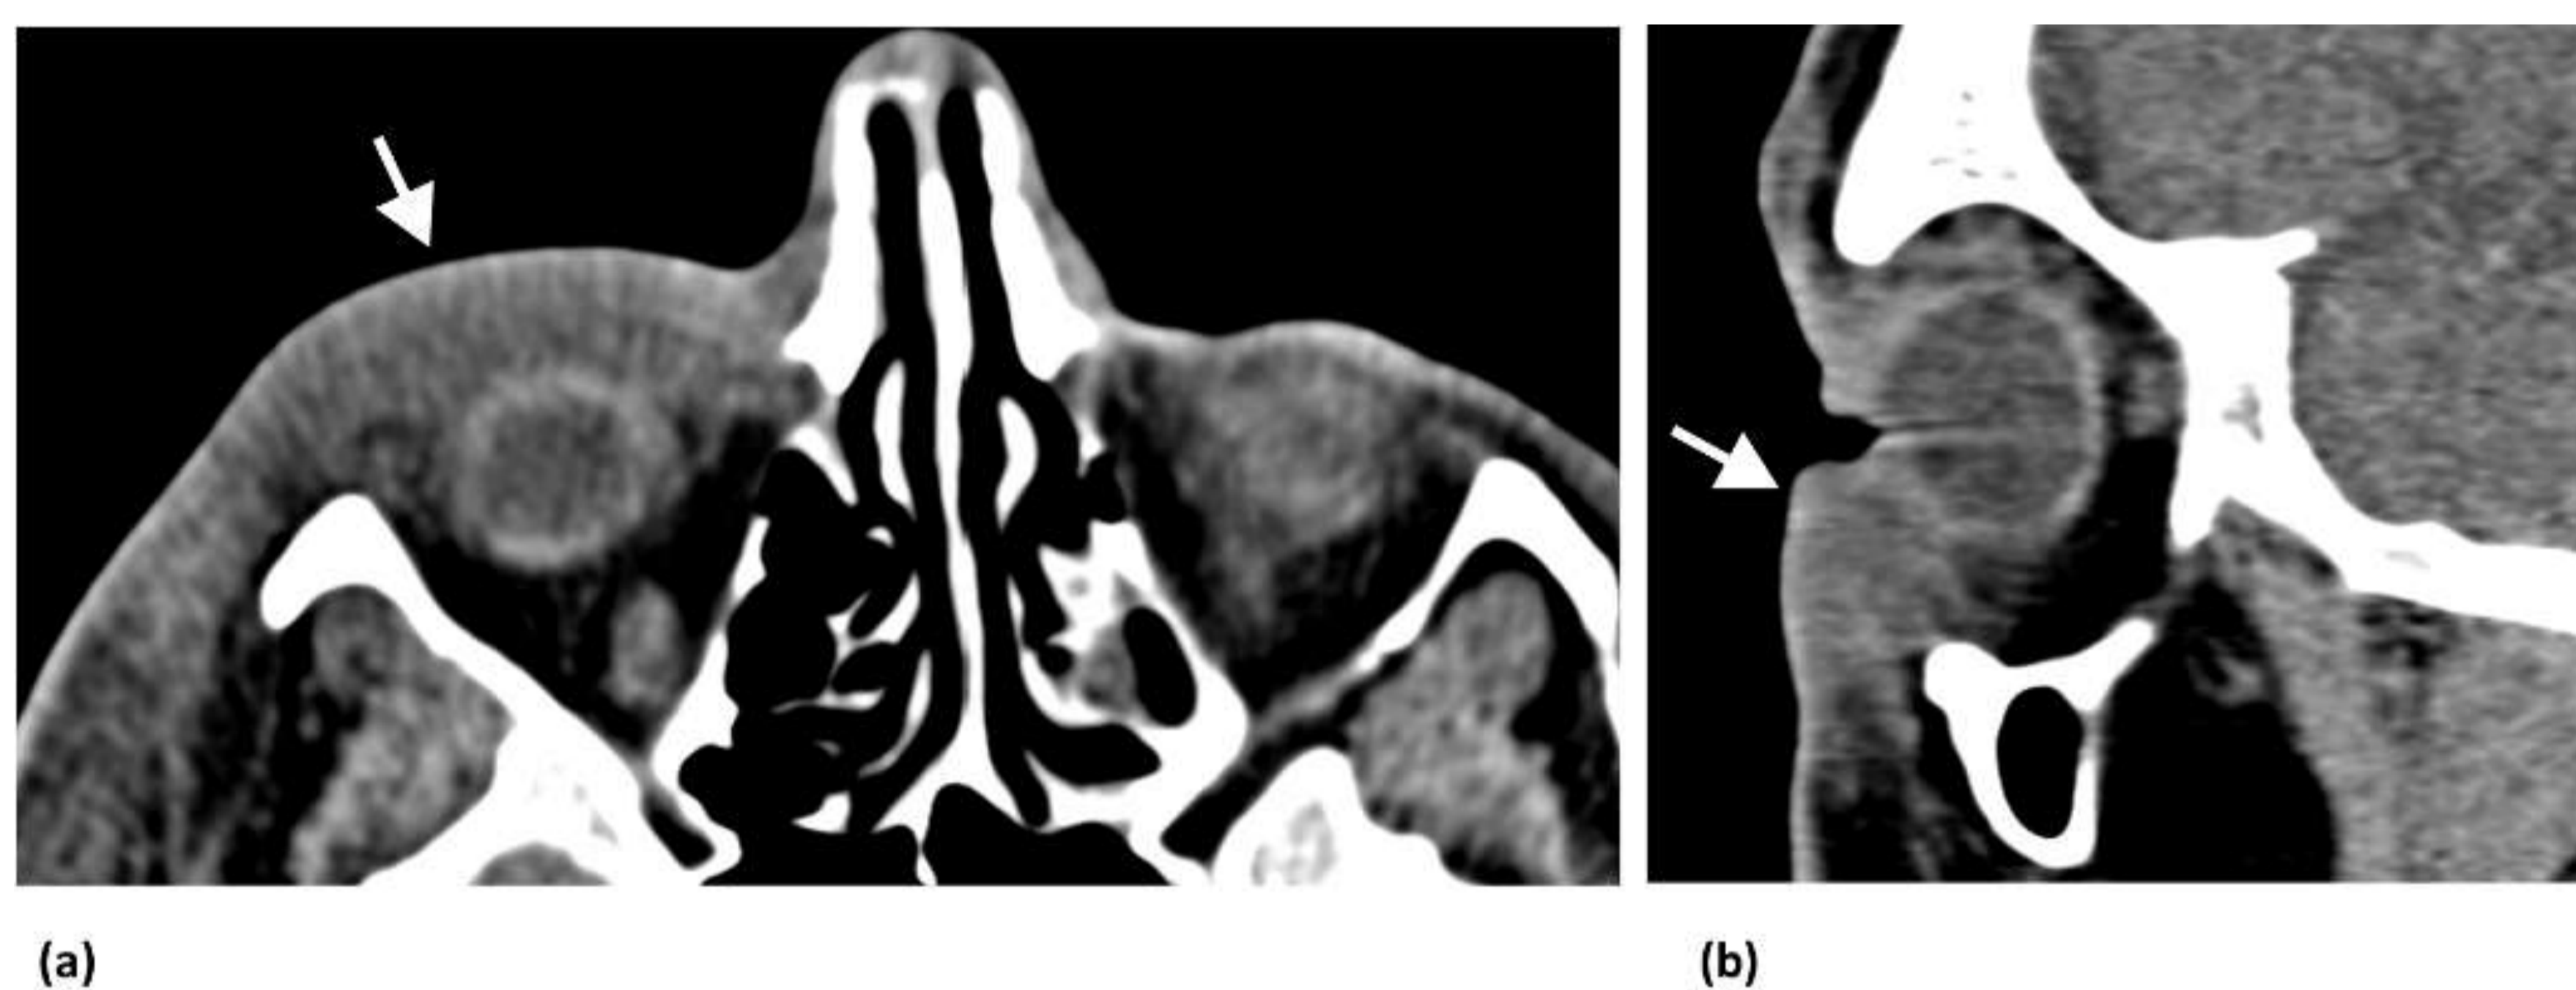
Celulitis preseptal. Las imágenes de TC axial y sagital sin contraste, obtenidas en un hombre de 29 años con un gran absceso periauricular derecho, muestran aumento de partes blandas periorbitarias y estriación de la grasa (flechas).
